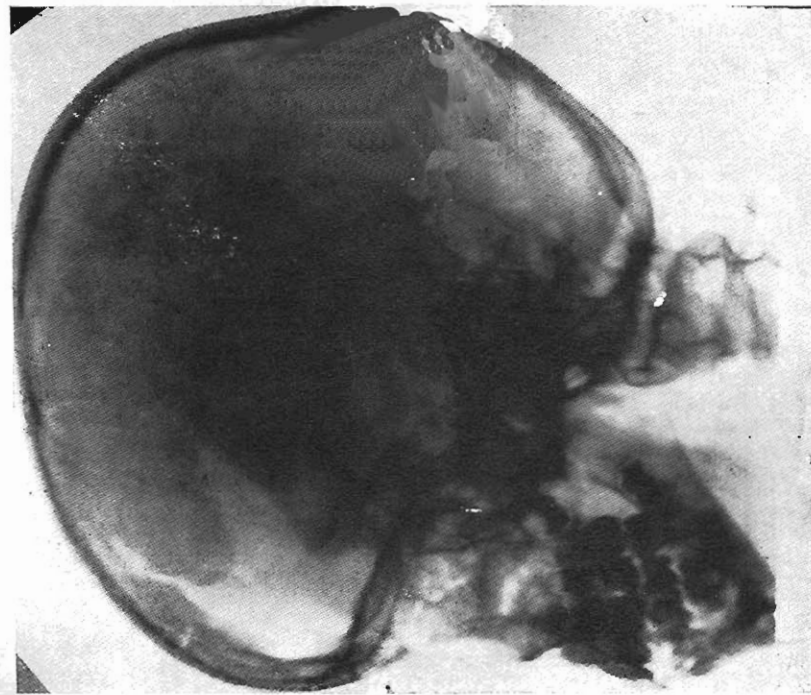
Radiografía del cráneo en la que puede apreciarse la brecha que ha quedado en el hueso frontal. (Dr. Campodónico).
